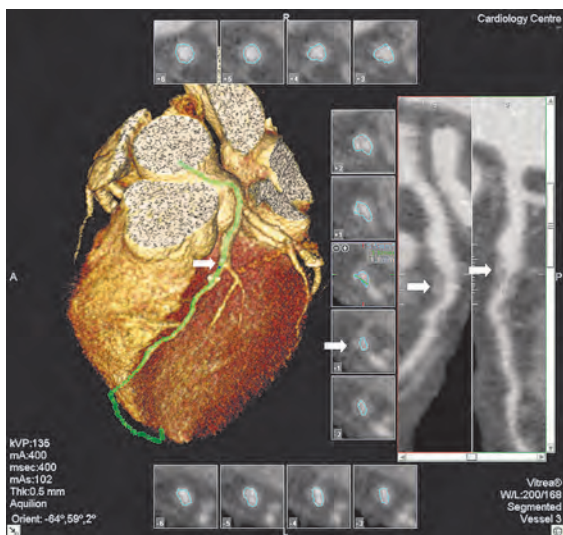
Мультиспиральная компьютерная томография мягкой некальцинированной бляшки в передней межжелудочковой ветви (в шунте; левая коронарная артерия указана стрелкой; справа от трехмерного изображения сердца даны продольные и поперечные сечения сосуда, на которых отчетливо видна мягкая, липидно-фибротическая бляшка).
